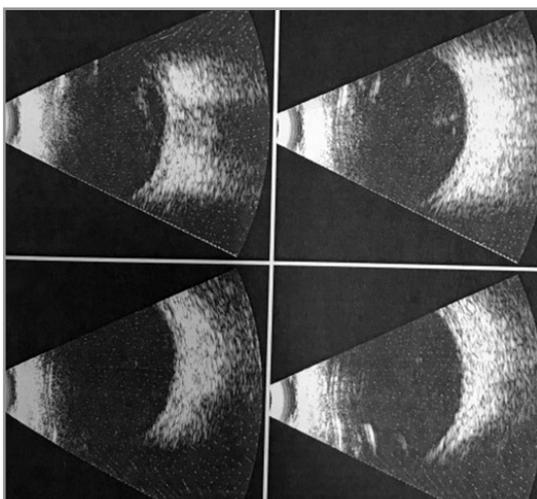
Ecografia bulbare paziente 2
